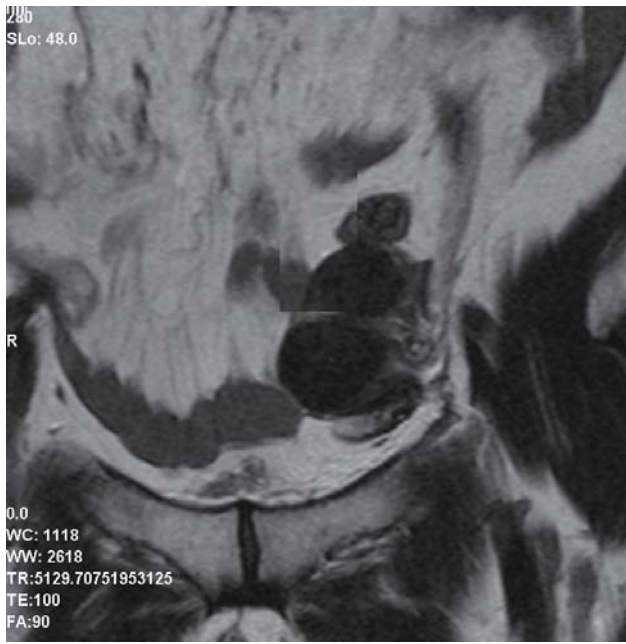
b 術後の骨盤MRI では子宮内膜は存在しておらず、子宮筋腫の合併が確認できた
